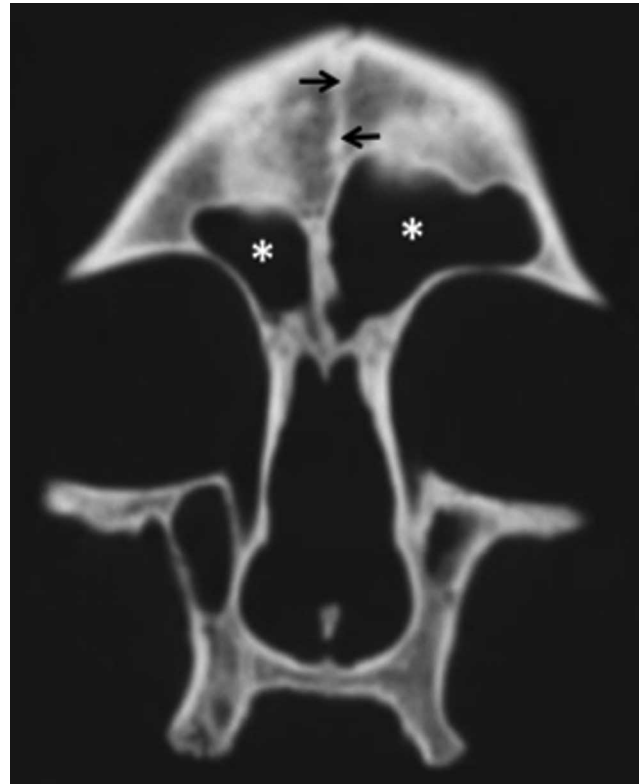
TAC de cráneo, se aprecia persistencia de sutura metópica (flechas), además de los senos frontales (asteriscos).
